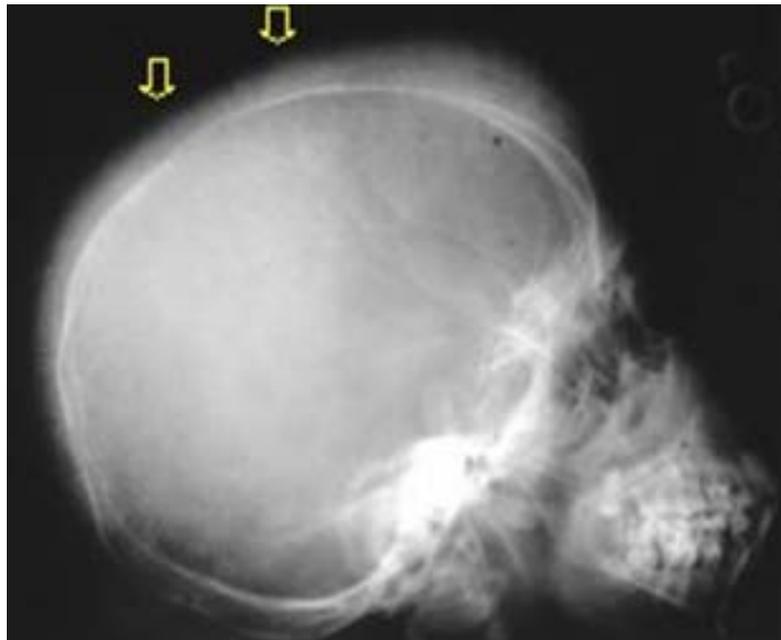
Radiografía de un paciente con betatalasemia en el cual se muestra el aspecto de “puntas de pelo”
